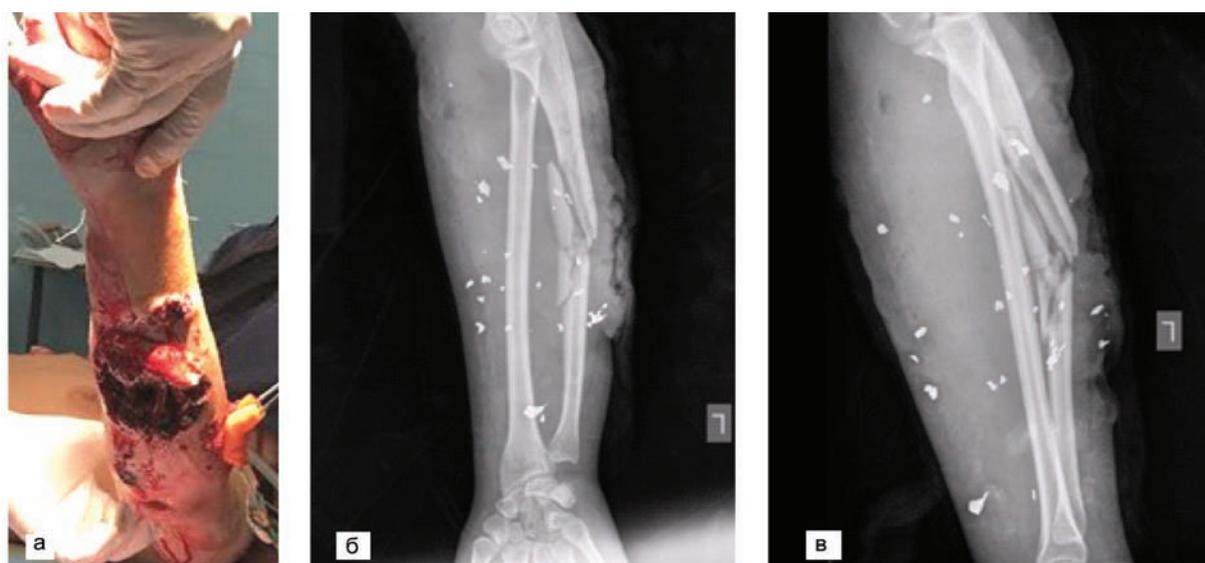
Множественные осколочные ранения левого предплечья: а – внешний вид при поступлении; б, в – рентгенограммы левого предплечья.
